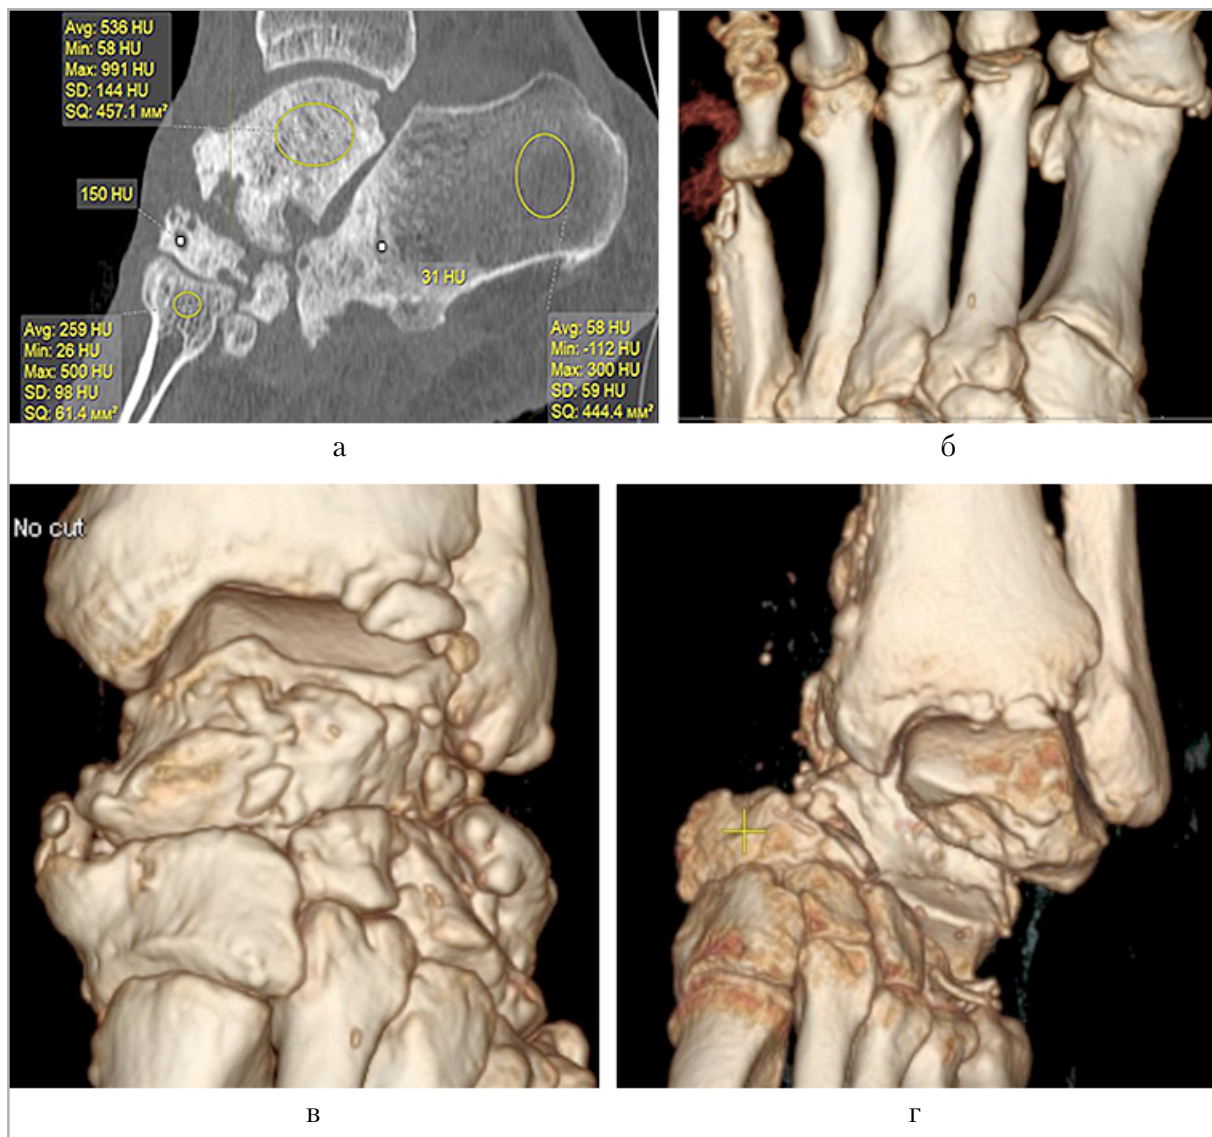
МСКТ голеностопного сустава и стопы больного А., 34 года. Шарко — Мари. МРР в сагиттальной плоскости (а), VRT (б). МСКТ голеностопного сустава больных остео-нейроартропатией (Шарко — Мари — в; нарушение чувствительности после операции на позвоночнике — г). Массивные остеофиты, дислокация суставов
